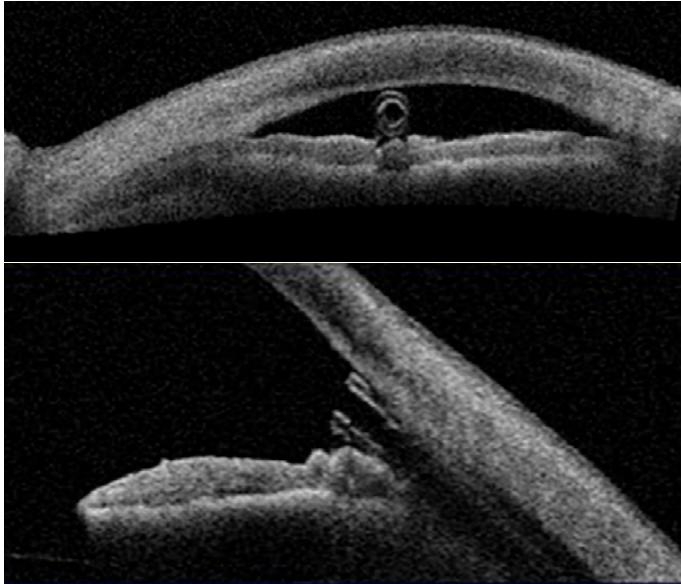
Examen con tomografía óptica de segmento anterior en el que se observa el implante Cypass en la cámara anterior.
